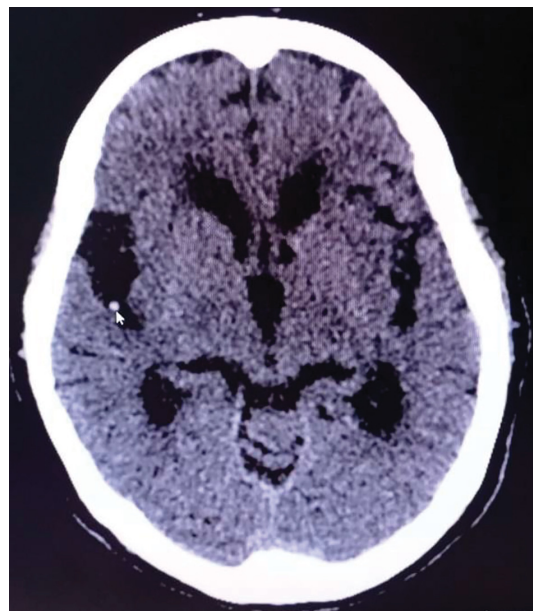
Рентгеновская компьютерная томография головного мозга. Тромбоз правой средней мозговой артерии.
